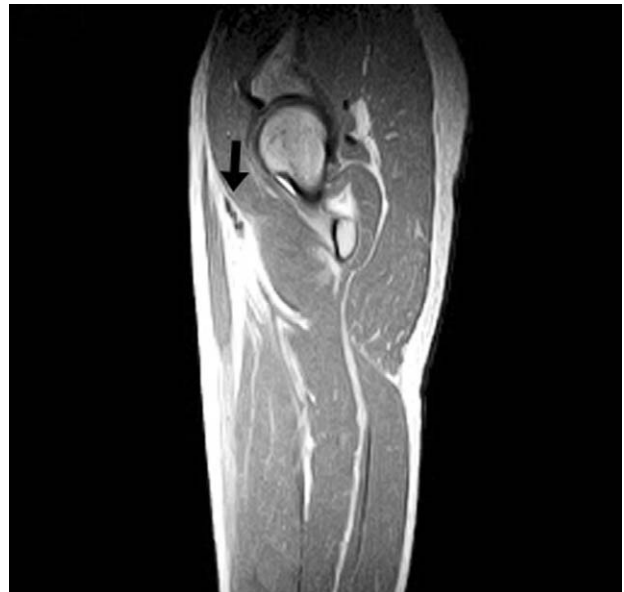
T2-weighted sagittal MR image checked on 3 months after operation shows well maintained proximal rectus femoris tendon with no rerupture evidence (closed arrow).
